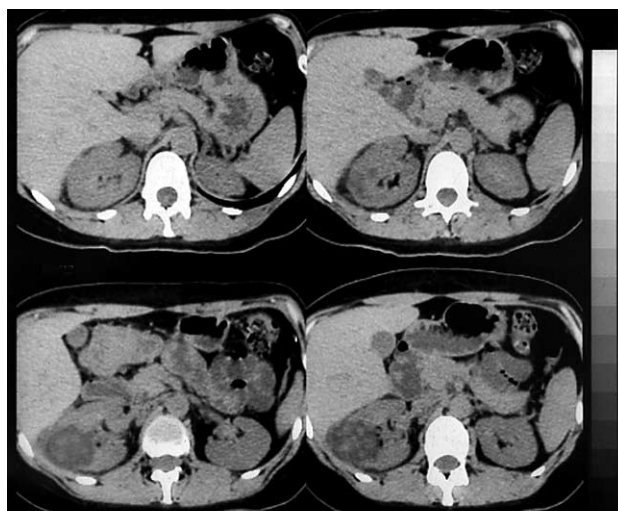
Компьютерная томограмма почек. То же наблюдение. В среднем сегменте правой почки по латеральной ее поверхности неоднородной структуры новообразование, уплотнение паранефральной клетчатки.
